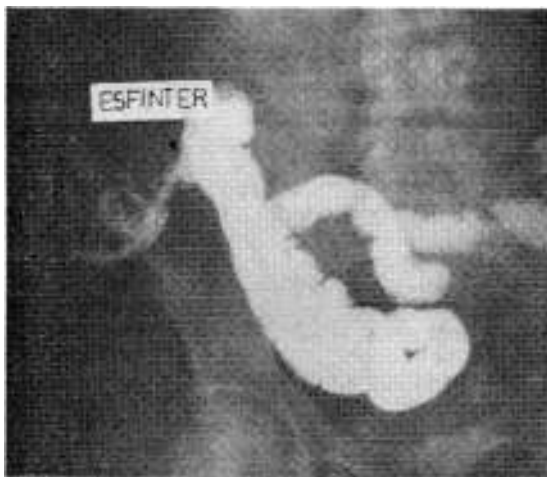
Radiografía del íleon terminal: la última asa ileal ha aumentado su diámetro y disminuido su peristaltismo, haciéndose funcionalmente colónica.
